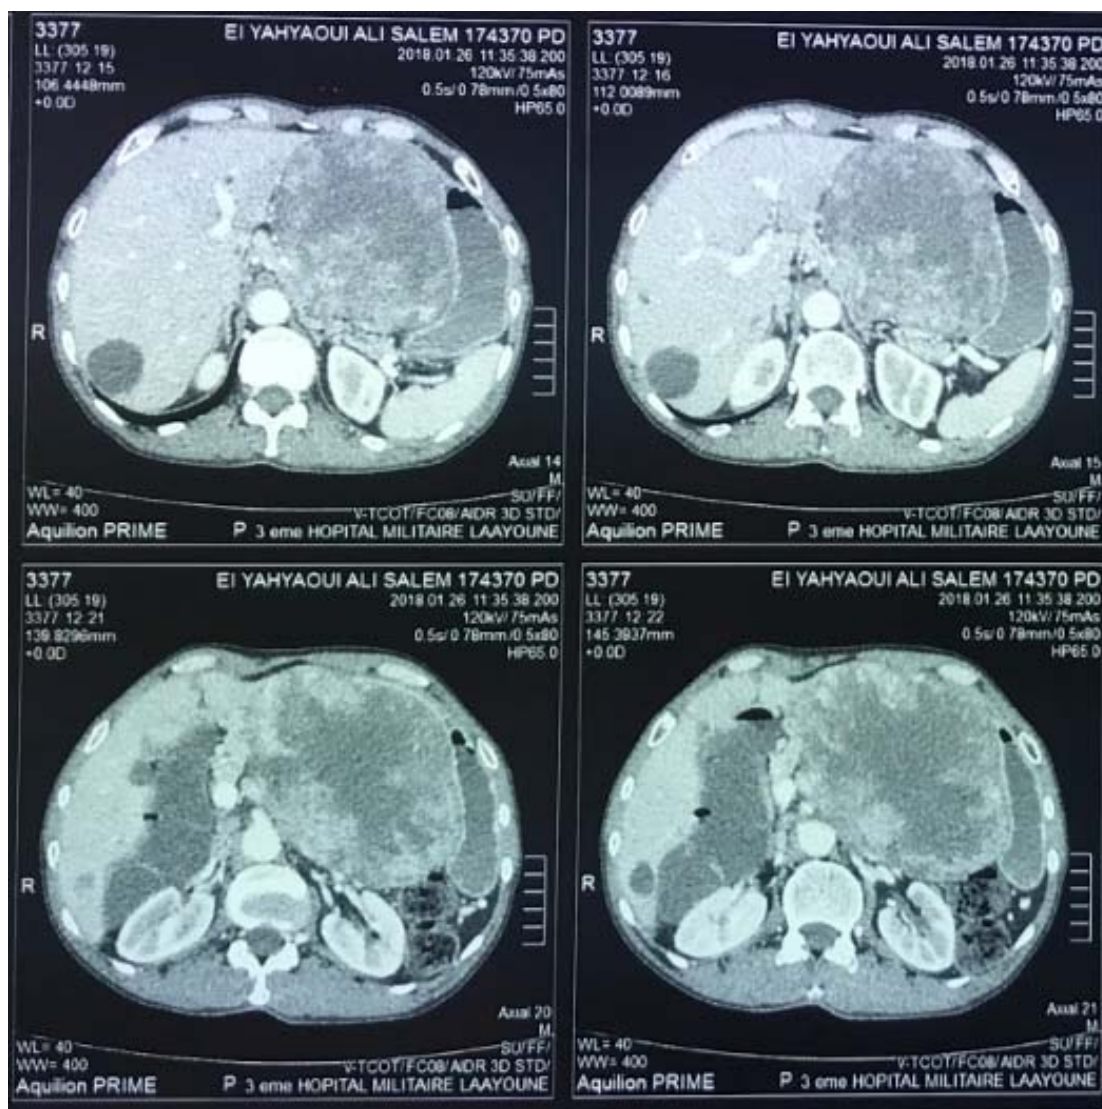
TDM abdominale montrant une volumineuse lésion d'allure stromale se continuant avec le fundus et la grande courbure de l'estomac siège d'une importante néovascularisation
